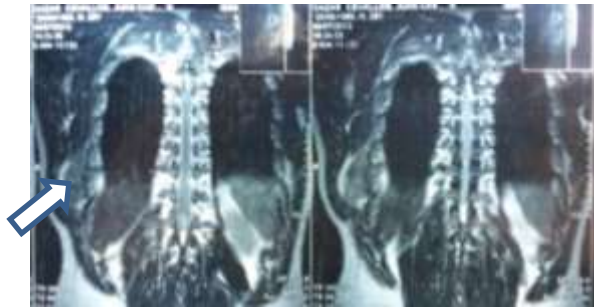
RMN simple, corte sagital que muestra masa en pared torácica que respeta arcos costales (flecha)
